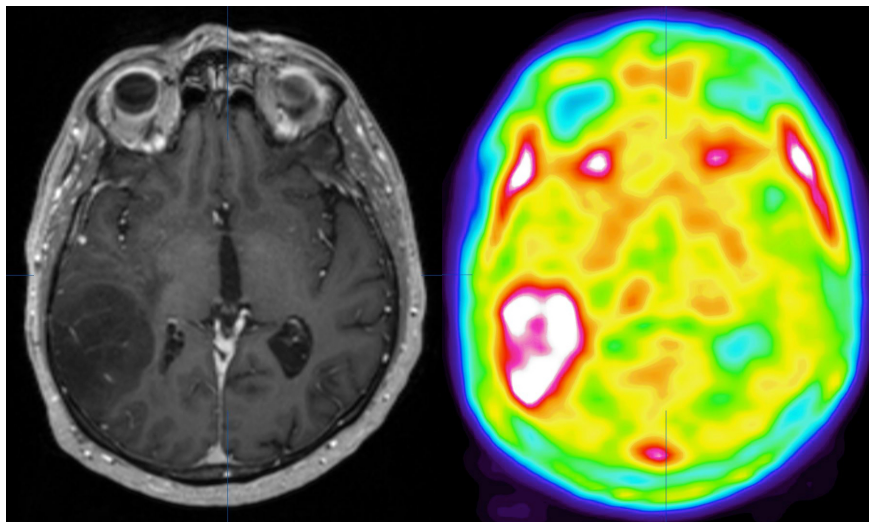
Ergebnis einer PET-CT-Untersuchung
